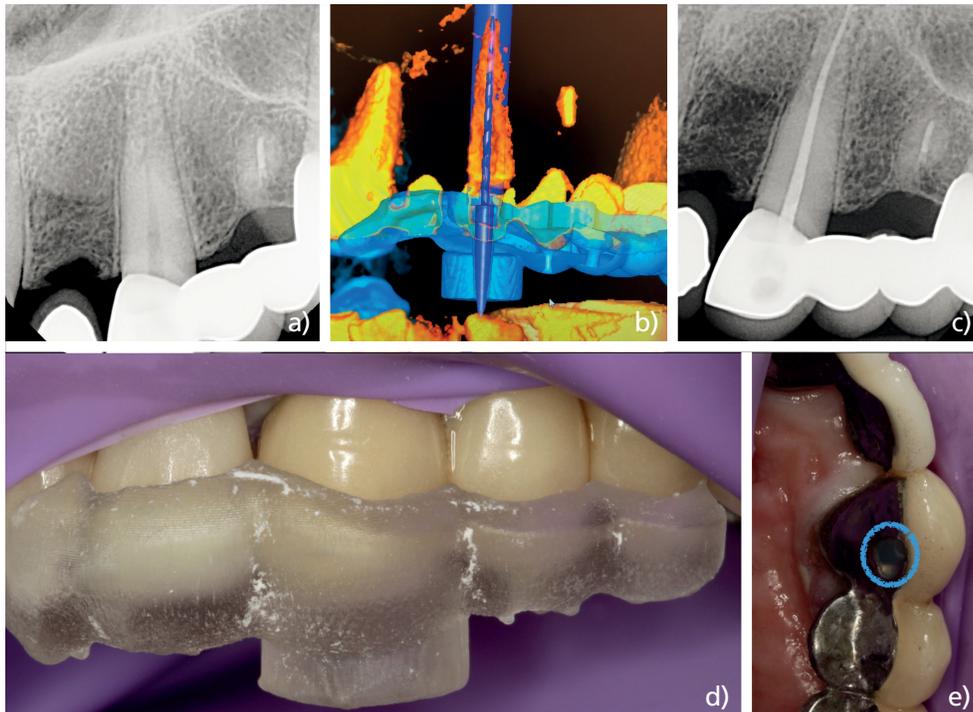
a) Radiografía preoperatoria de un canino necrótico que actúa como pilar dentario, parte de una restauración fija de boca completa; b) Planificación digital del acceso en línea recta para el tratamiento endodóntico; c) Radiografía final tras la finalización del tratamiento endodóntico; d) Guía impresa en 3D para el acceso endodóntico, colocada; e) Ubicación del punto de entrada para obtener acceso en línea recta, rodeada por el círculo azul; obsérvese la discrepancia con el punto de acceso normal a un canino.
